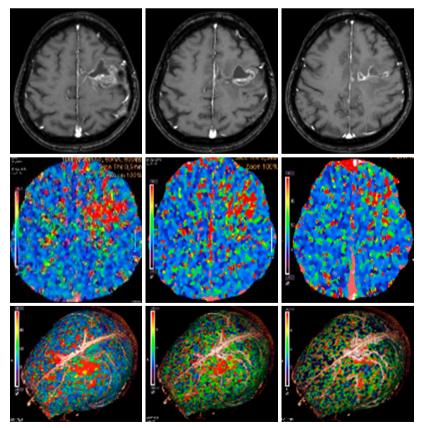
Пациентка 70 лет. Солитарный метастаз аденокарциномы шейки матки. Исходный объем 35,8 см³. Проведена СРХ в две сессии. МРТ постконтрастная Т1ВИ — верхний ряд; МДКТ-перфузия — средний и нижний ряды; до СРХ — левая колонка, через 1 нед после первой сессии — средняя колонка, через 1 неделю после второй сессии — правая колонка.
